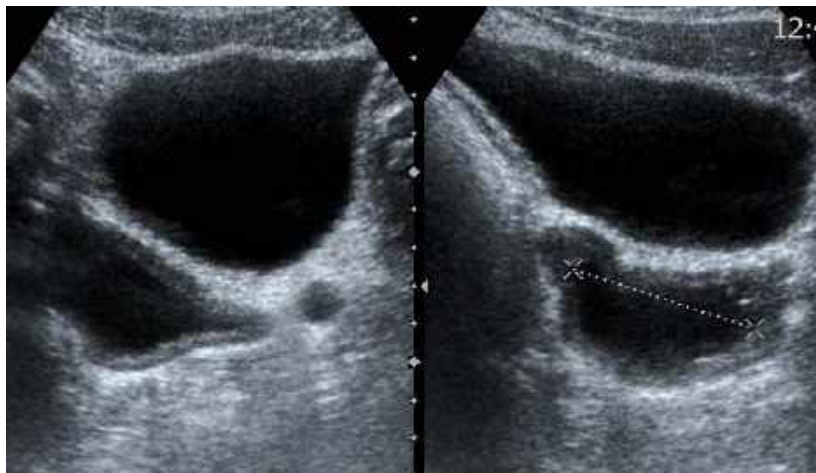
Ecografía abdominal donde se aprecia la vejiga y el quiste de vesícula seminal.
